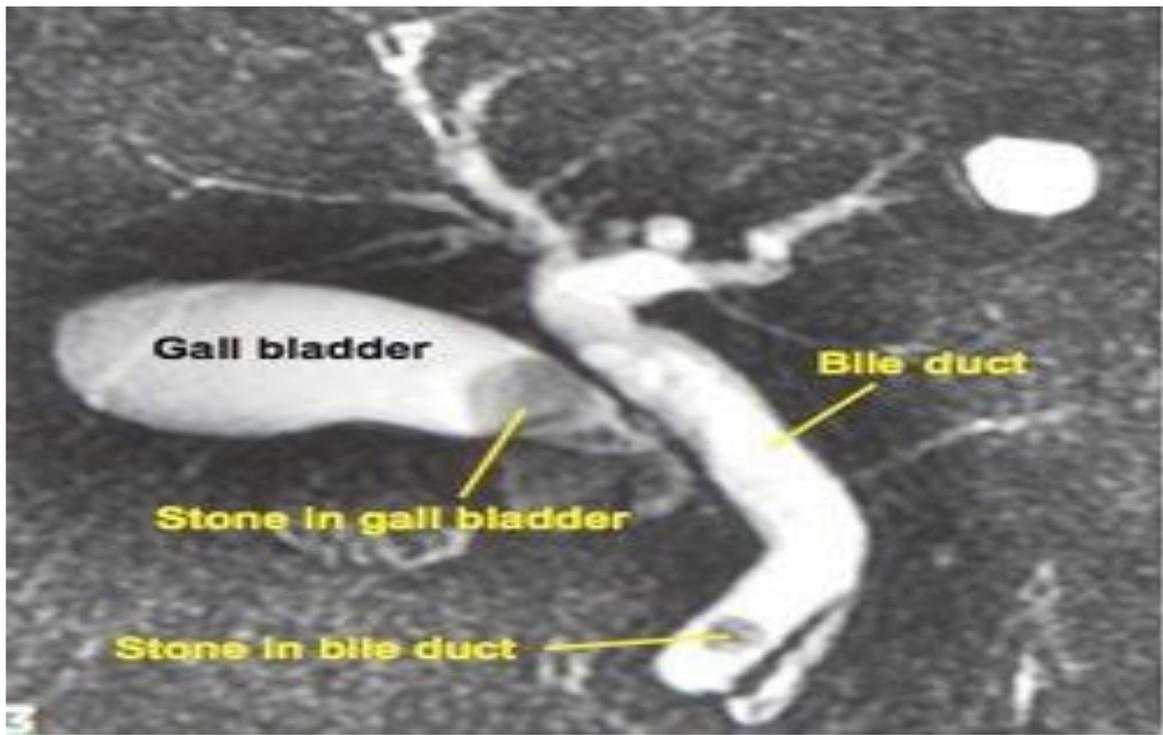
Vésicule biliaire contenant un calcul vu au cholangio IRM
